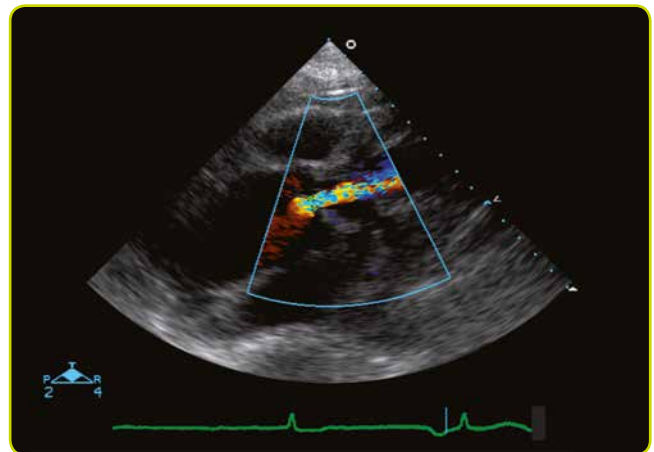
Chorro de regurgitación en la insuficiencia aórtica visto por ecocardiografía-Doppler.
